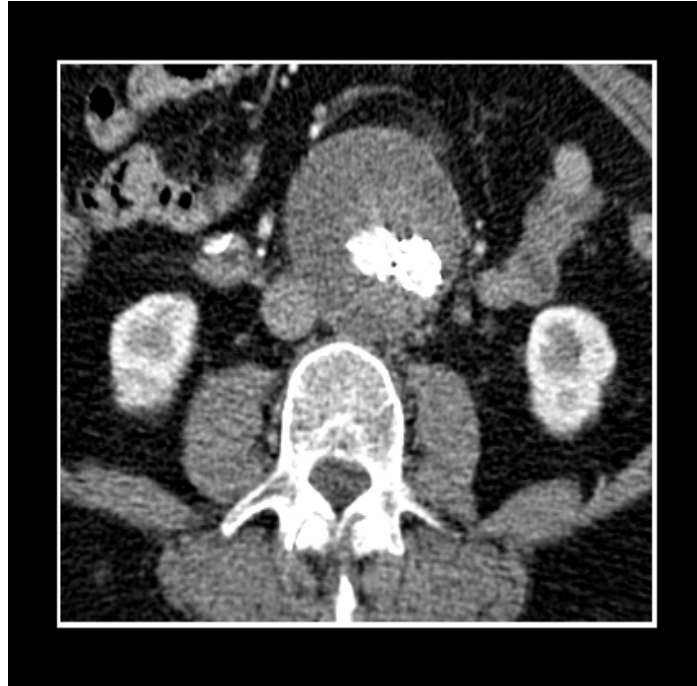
Erstes postinterventionelles Kontroll-CT bei Frau R.
